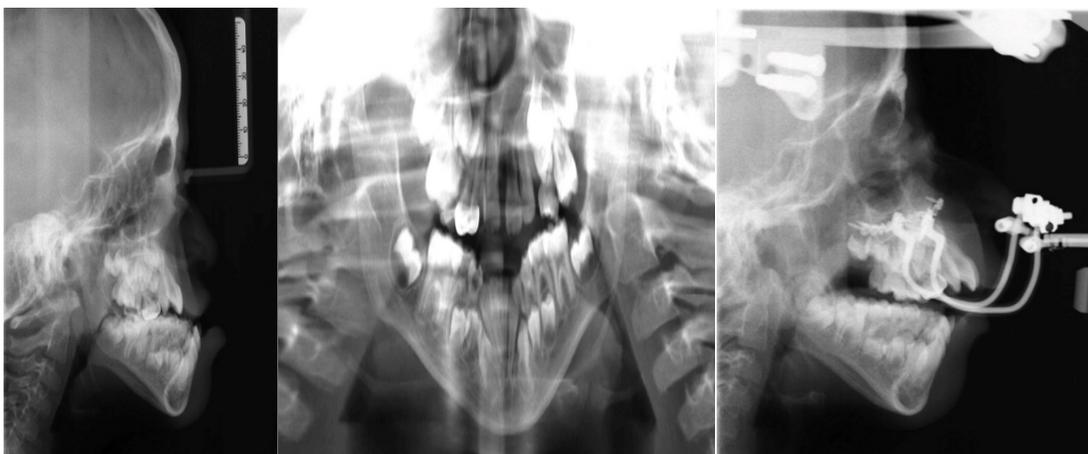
Radiografías de tratamiento ortognático.
